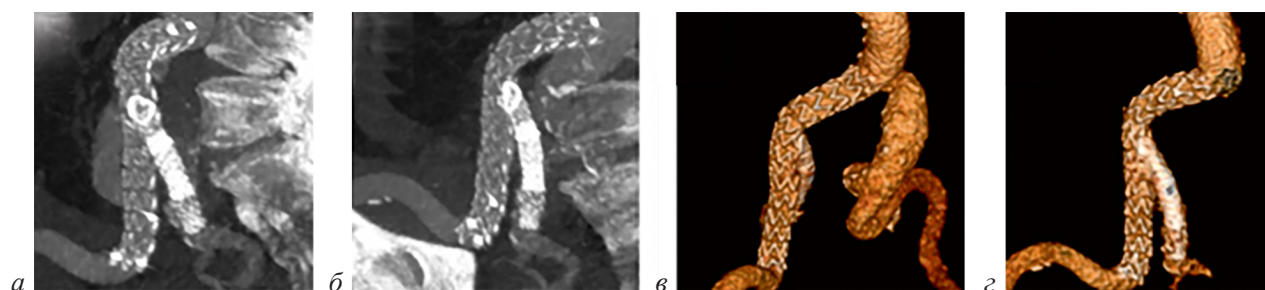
Контрольная МСКТ-аортография в госпитальном периоде:
